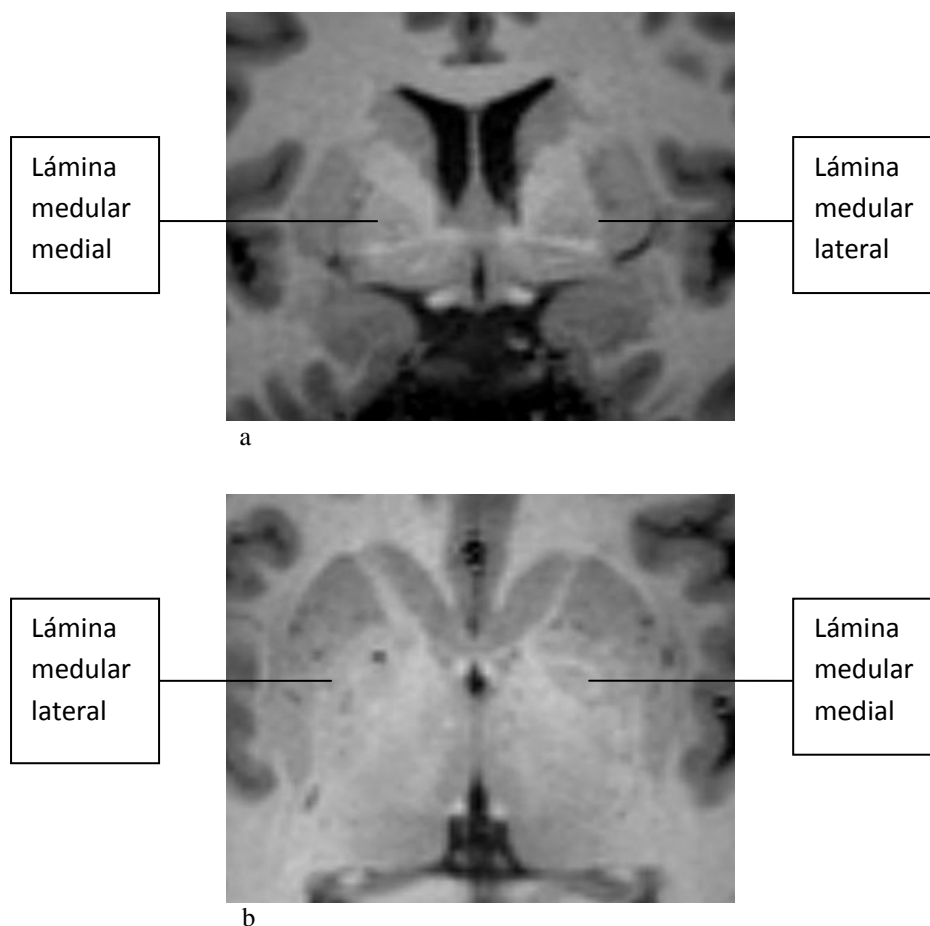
Secuencia de RM, 3D FSPGR, en planos coronal (a) y axial (b). Láminas medulares medial (flecha blanca) y lateral (flecha negra), separando globo pálido externo e interno y globo pálido del núcleo lenticular respectivamente.
